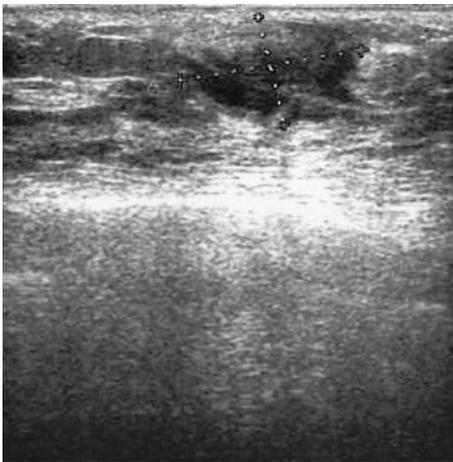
Ultrasonography showed a low-echoic tumor which had unclear margin and of which inside-echo showed mozaic pattern.
